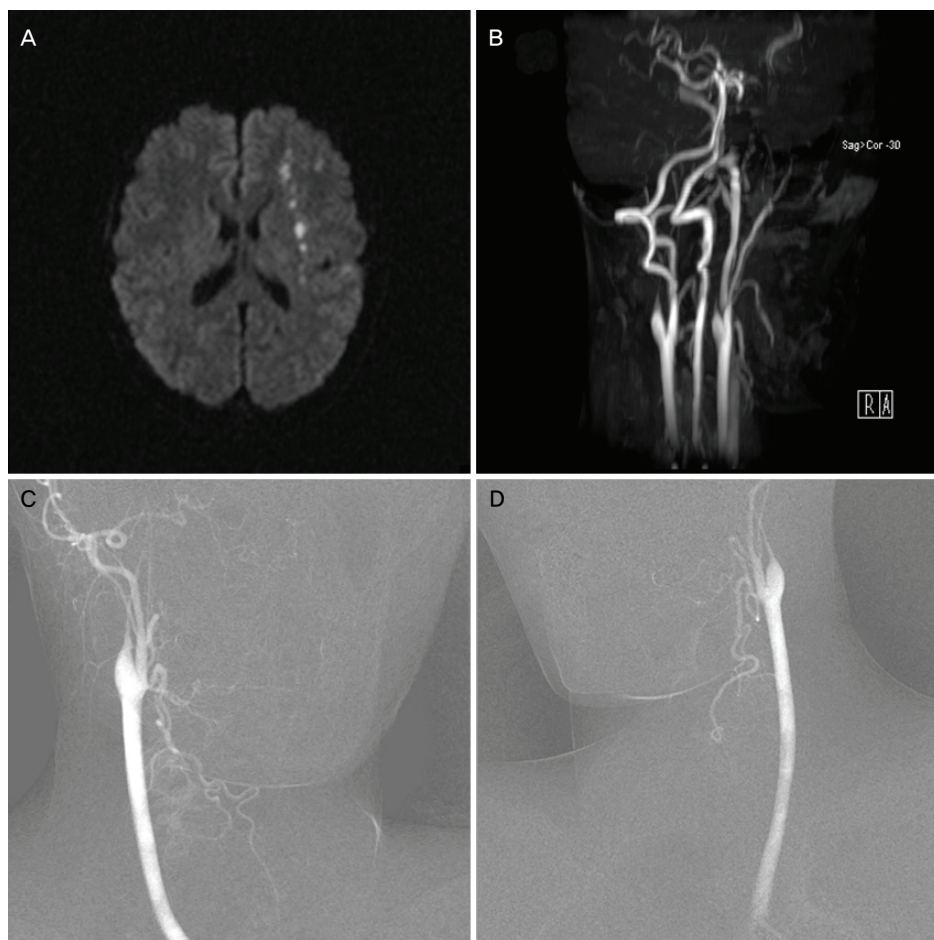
Brain MRI and angiographic findings of the patient. Diffusion-weighted image (A) shows high signals in the deep watershed zone of left middle cerebral artery. MR (B) and digital subtraction angiography (C, D) reveal a tapered, flame-like narrowing and occlusion in the distal portion of the bilateral internal carotid arteries, suggesting dissection.
